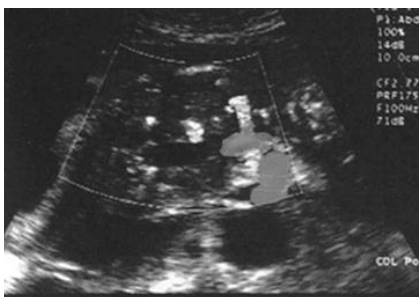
Ecografia Doppler in caz de pancreatita cronica (caz clinic prpriu).
